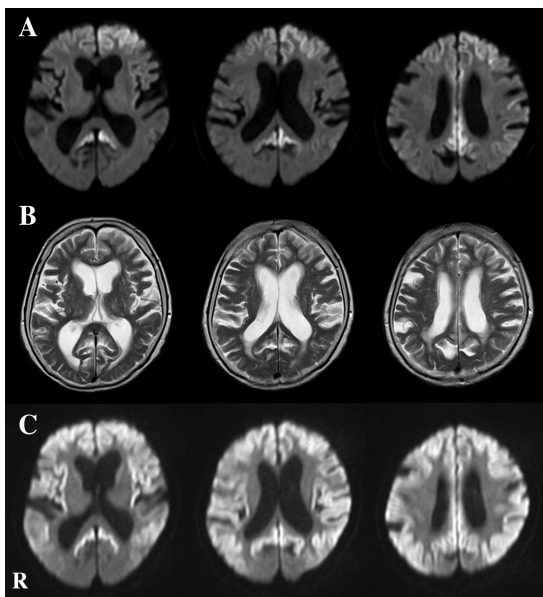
V180I CJD の頭部 MRI 像
